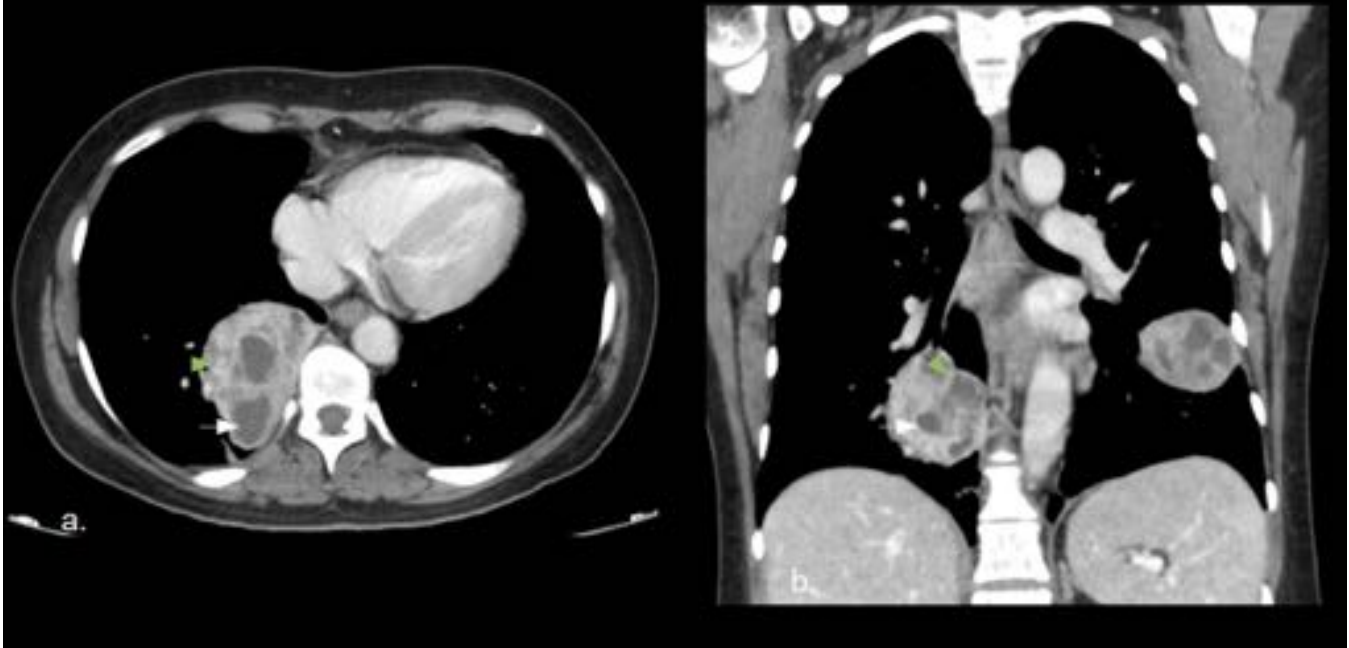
Vasos Dilatados y Realce Heterogéneo. Mujer de 52 años con metástasis de leiomiocarcinoma uterino. A y B) Cortes axial y coronal de TC. Masas con realce heterogéneo, con áreas de necrosis (flechas blancas) y vasos dilatados y tortuosos en su interior (puntas de flecha verde).
